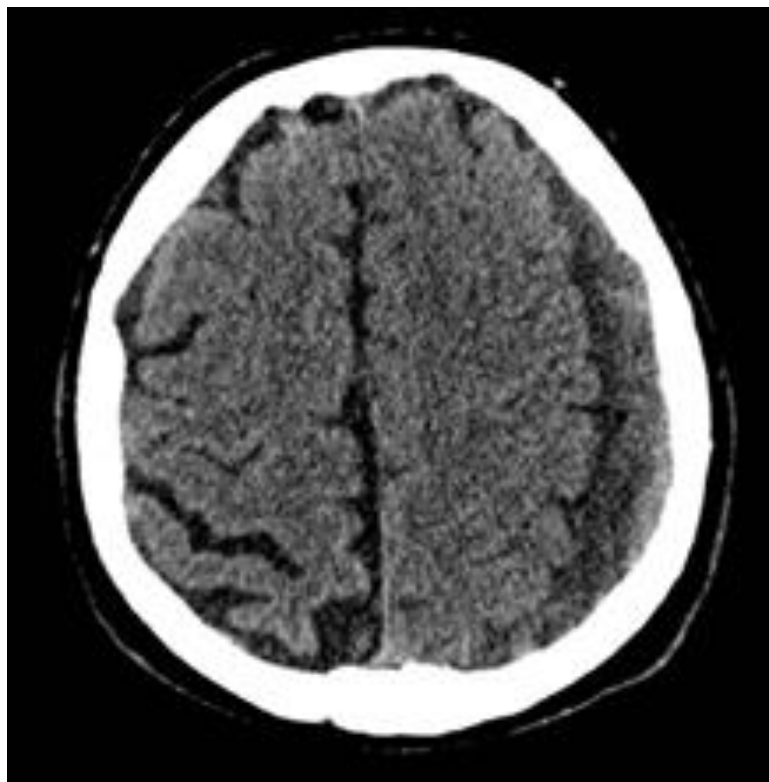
Nativni CT mozga (aksijalni presek): Nema podatka o traumi glave-spontani bilateralni subduralni hematoma, mešovito izgleda, izraženiji sa leve strane
